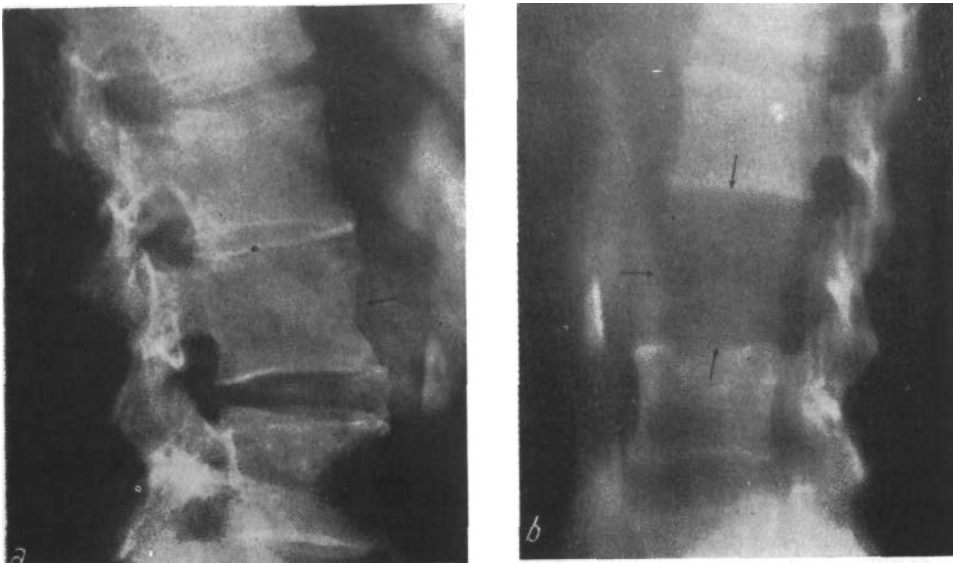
Сравнение картины простой, почти нормальной рентгенографии, с легким остеопорозом (а) и томографией, в которой отмечается почти полный лизис позвонка (b).
